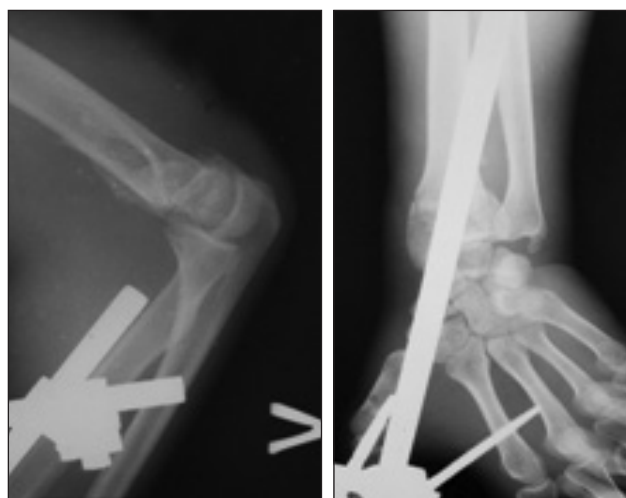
Рентгенограми ліктьового та променево-зап'ясткового суглобів після першого хірургічного втручання в день отримання травми
